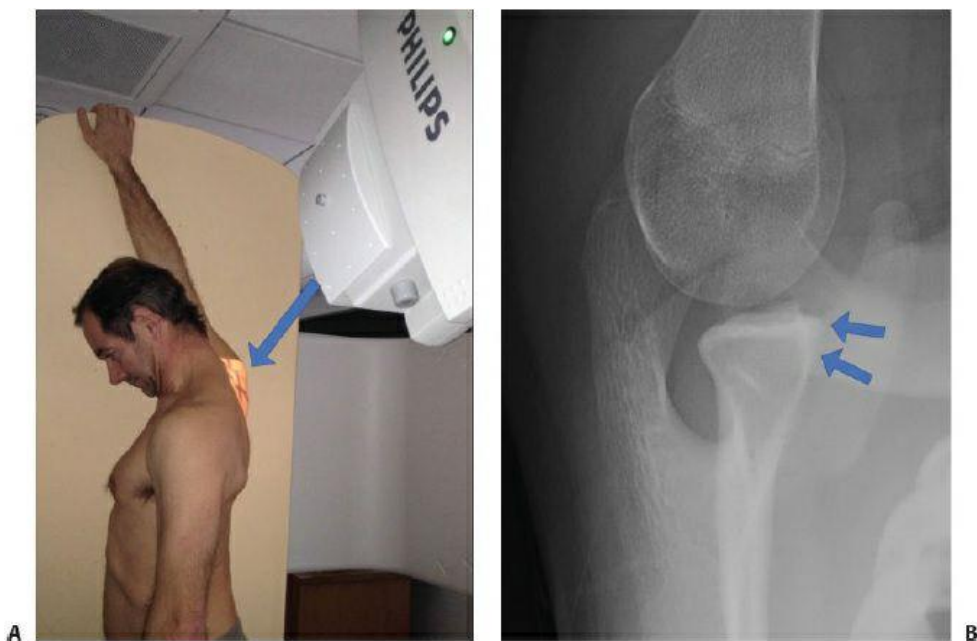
A: Bernageau view is done with the patient's arm flexed and the radiographic beam positioned in line with the scapula spine. The angle of the beam is coming down toward the plate at about 30 to 40 degrees in line with the glenoid. This view provides a glenoid profile view. B: The anterior rim of the glenoid is perfectly visualized. In this patient, there was no anterior glenoid bone loss.
